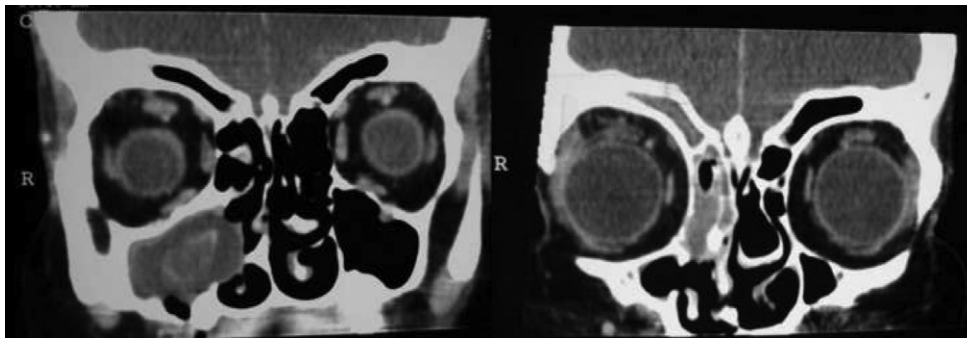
Cortes coronales de la TC que muestran la pansinusitis.
